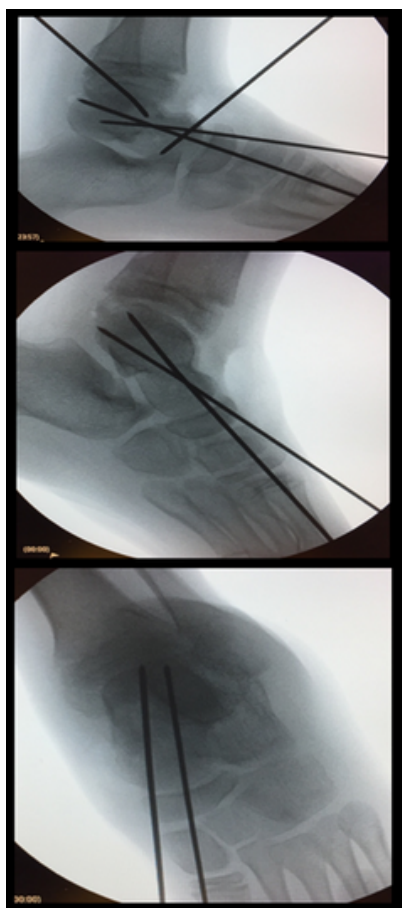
Radiografías intraoperatorias. Reducción de fractura mediante kirschner. Fijación definitiva con 2 agujas de kirschner anteroposteriores
